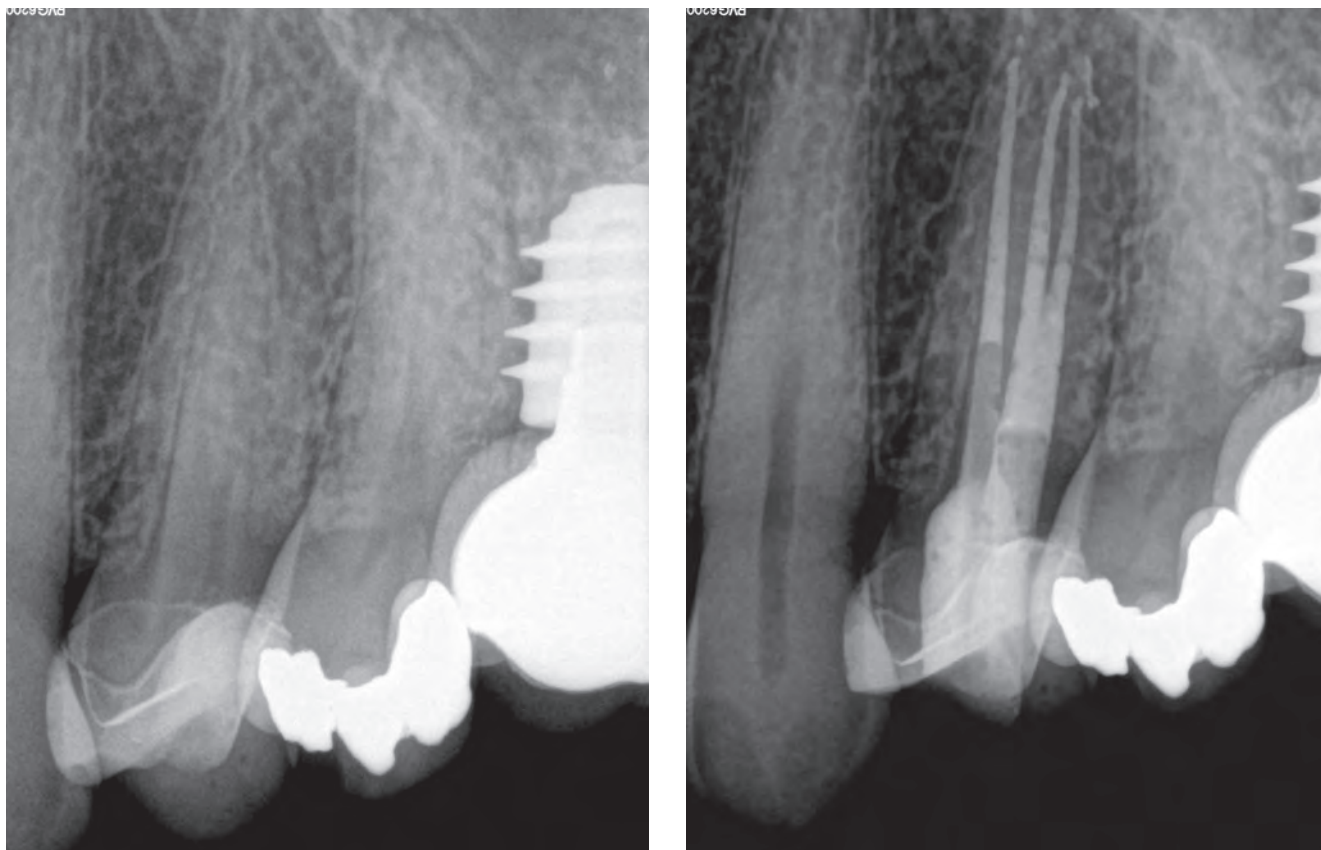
Radiograph before treatment (a); radiograph after treatment (b).
